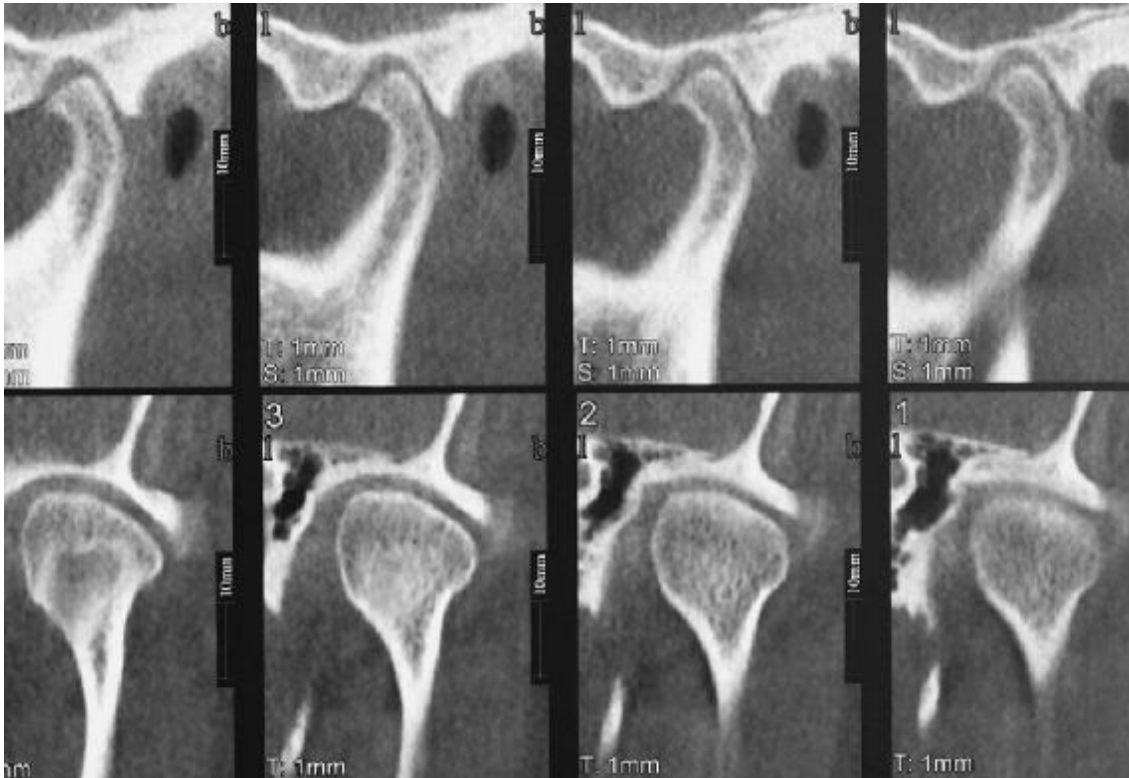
Case 3. Twelve-month postoperative follow-up cone-beam computed tomograms (note no or minimal changes of osteoarthritis)
